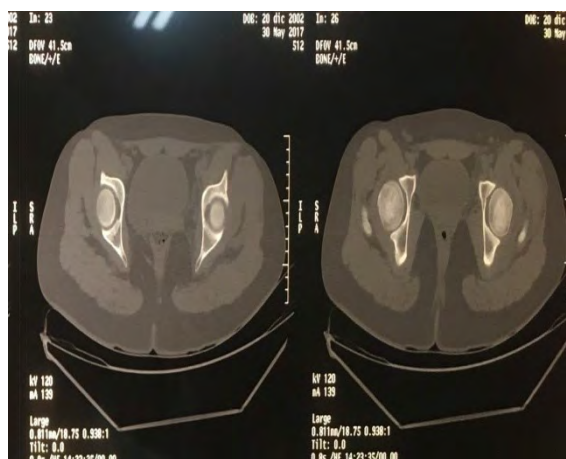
TC post reducción sin alteraciones donde se aprecia la correcta reducción de la cadera izquierda, sin evidencia de trazos de fractura ni fragmentos intraarticulares confirmando una congruencia articular adecuada.
